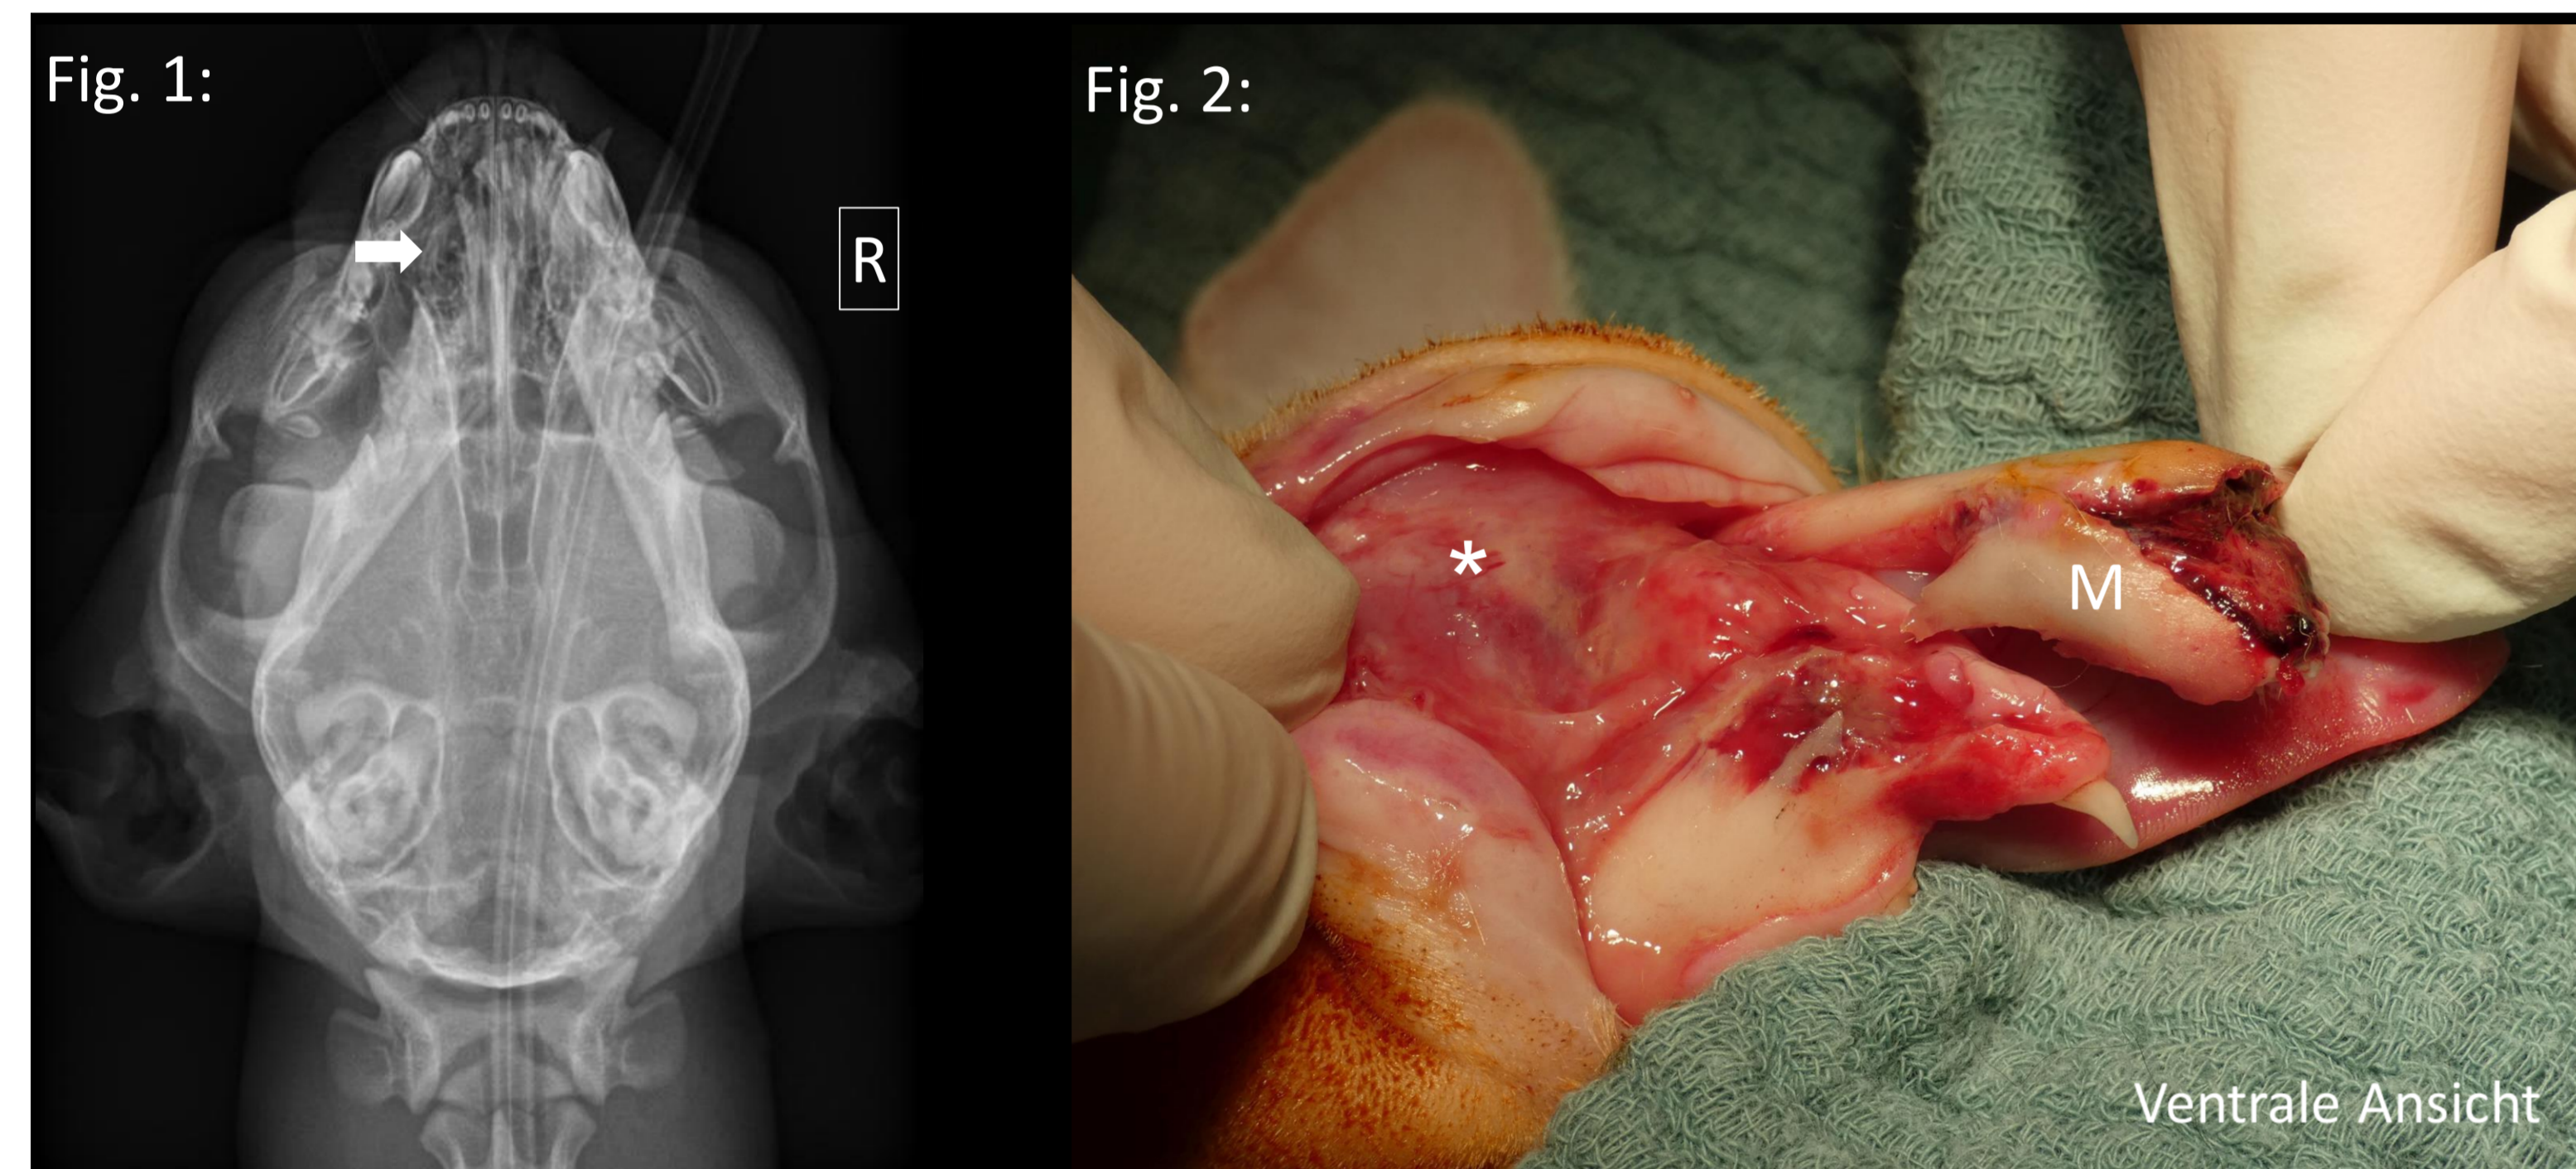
Röntgenaufnahme Kopf dorsoventraler Strahlengang: Achsenabweichung des linken Corpus mandibulae nach lingual und Diskontinuität des Knochens nach labial. (↑)
